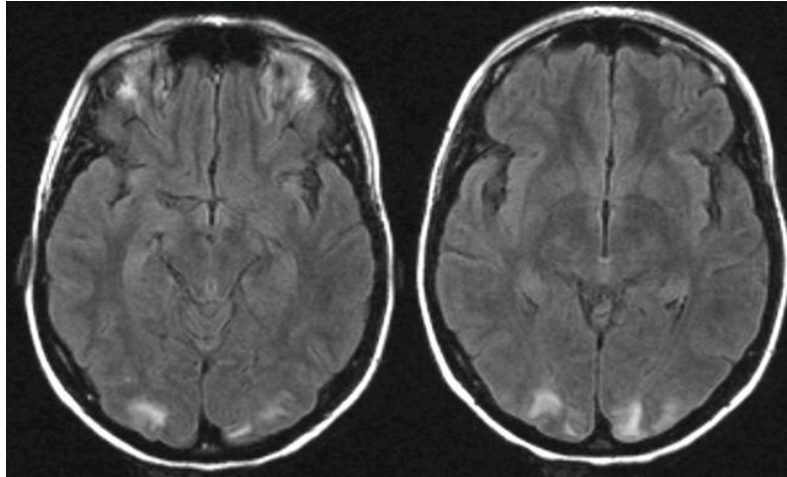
Brain MRI-T2 with fluid-attenuated inversion recovery (FLAIR) sequences showing a subcortical T2 hyperintensity without enhancement in occipital lobes (case 1).
